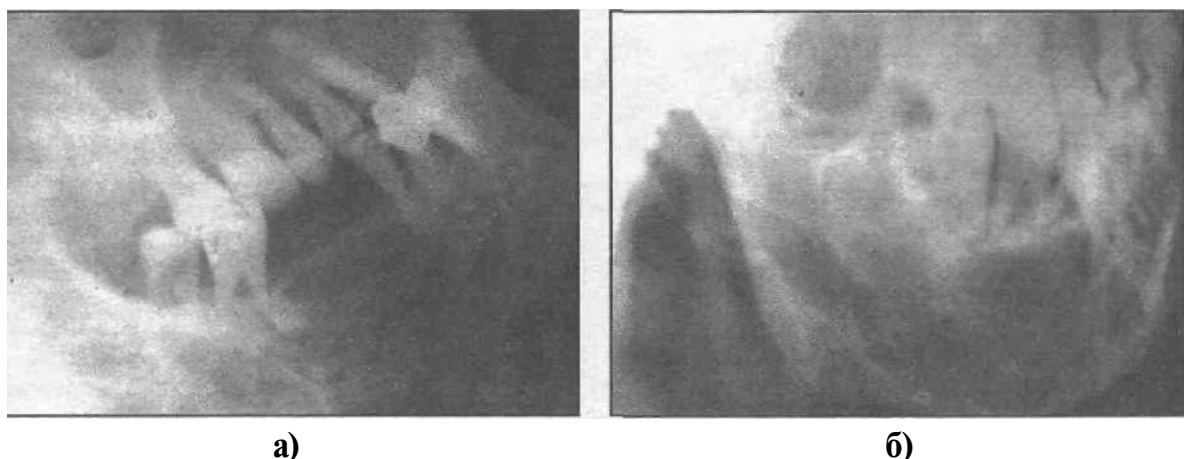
Рентгенографическая картина изолированной (а) и сочетанной (б) внутрикостной гемангиомы нижней челюсти.
